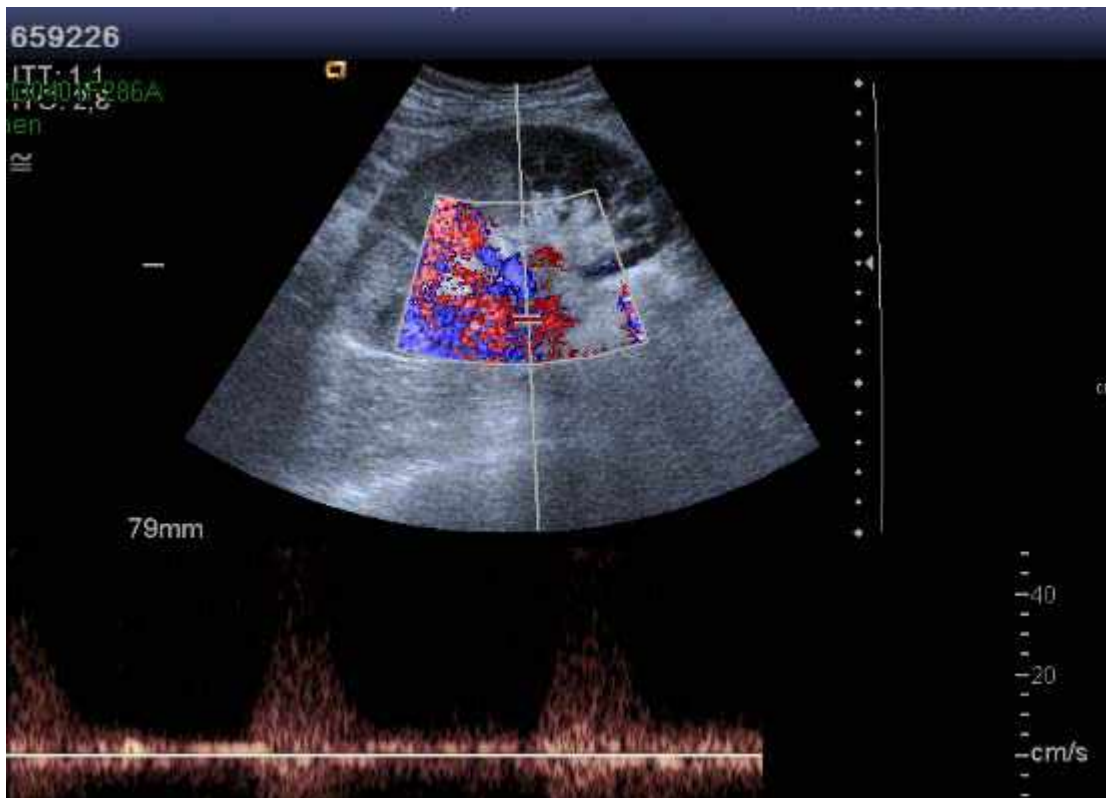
Ecografía doppler: hipoecogenicidad parenquimatosa geográfica del polo inferior con ausencia de vascularización sugerente de isquemia renal segmentaria. Adyacente al polo inferior, pequeña colección de 41 mm de diámetro. Ausencia de flujo al final de la diástole debida a necrosis tubular aguda o rechazo agudo del injerto.
